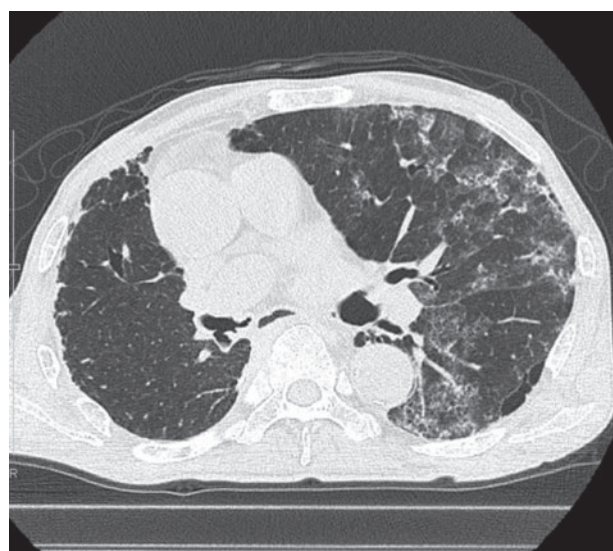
胸部単純CT. 左上葉, 下葉S6を主体にすりガラス様陰影・網状影を認めた.
